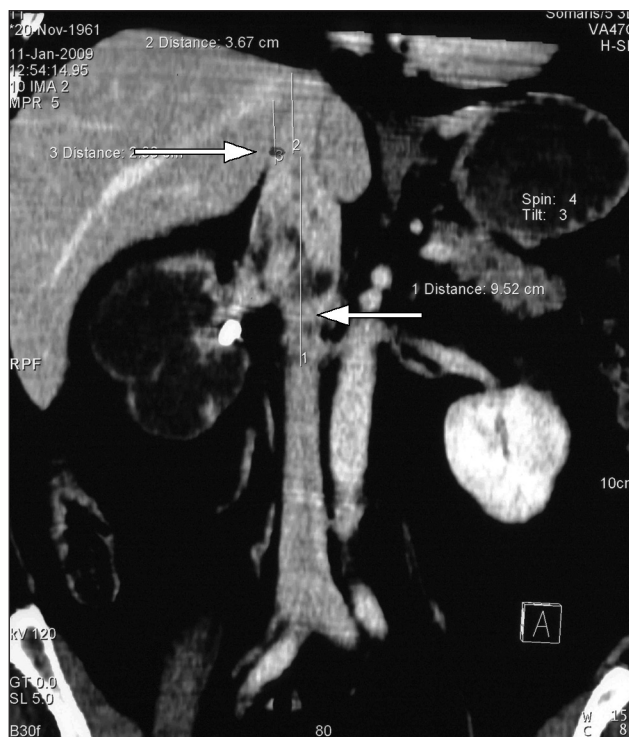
Компьютерная томограмма больной Ц. с почечно-клеточным раком и тромбоз в НПВ (стрелки)
